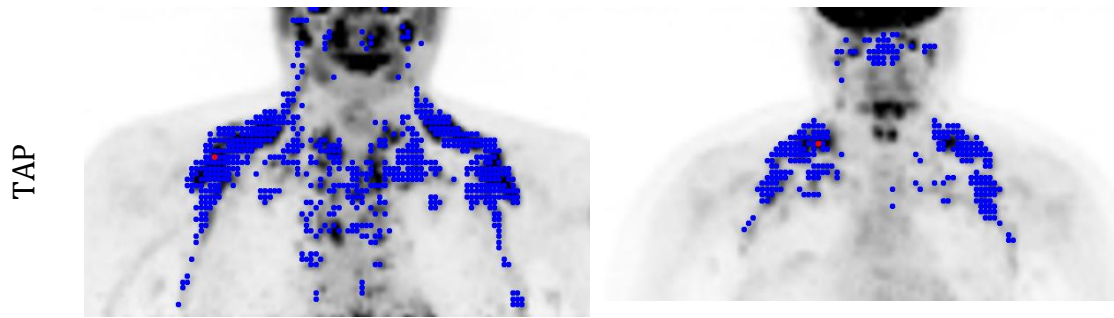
Ejemplo de dos participantes del proyecto ACTIBATE. PET: tomografía por emisión de positrones; TAC: tomografía computada; TAP: tejido adiposo pardo
